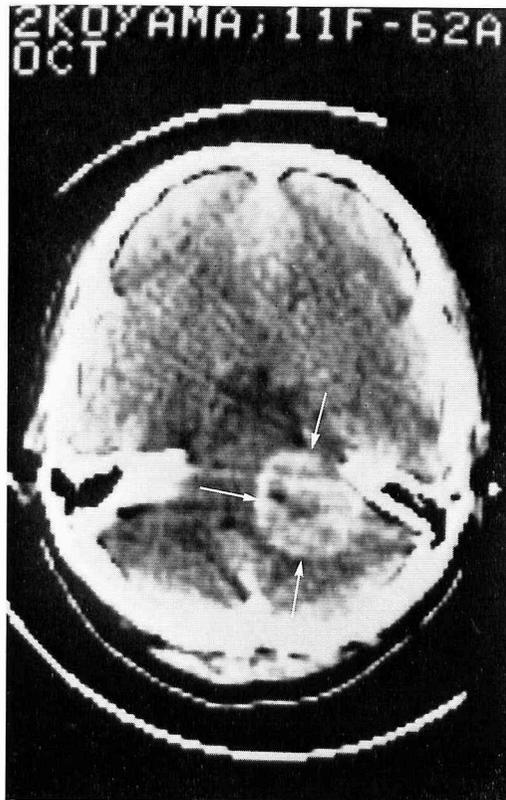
症例7のCTスキャン, 右小脳橋角部の腫瘍陰影
